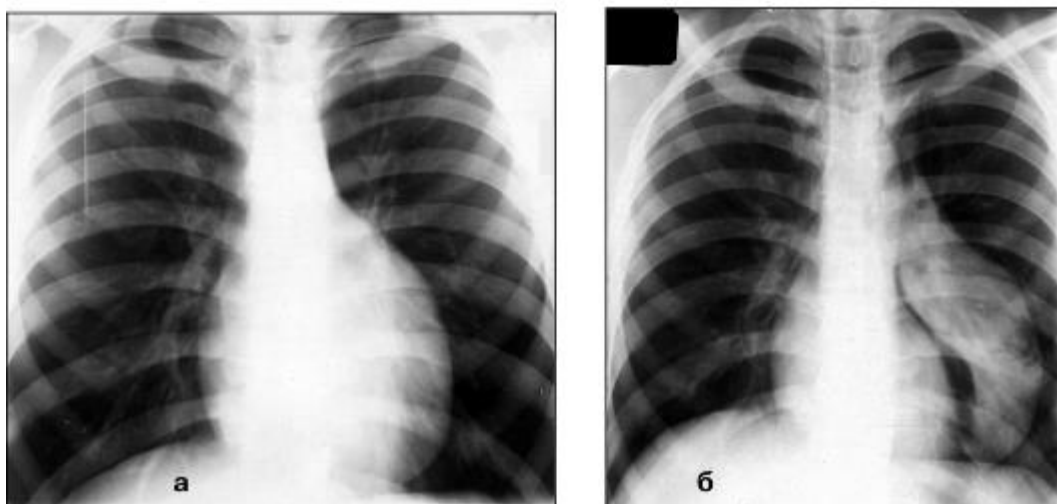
Рентгенограми грудної клітини у прямій проекції: а) нативна (розширення «серцевої» тіні вліво); б) пневмомедіастинограма (газ, введений у середостіння відшарував від серця пухлину, що виходить з лівої частки вилочкової залози)
